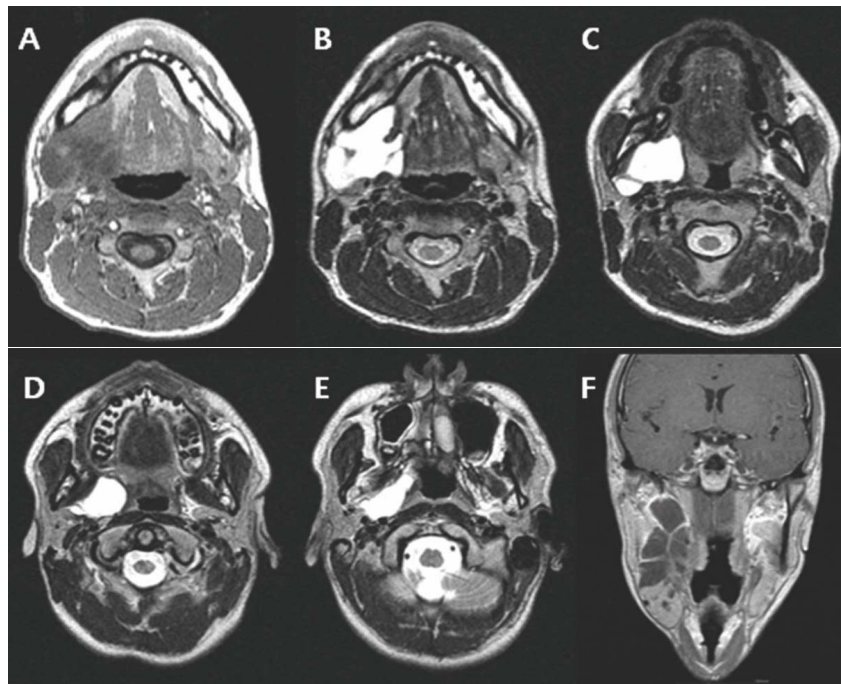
A, Low signal intensity on the axial T1-weighted image. B, Very high signal intensity on the axial T2-weighted image. C-E, Superior extension into the parapharyngeal space as far as the base of the skull on the axial T2-weighted image. F, Multiseptae in the lesion on the coronal T1-weighted image.
